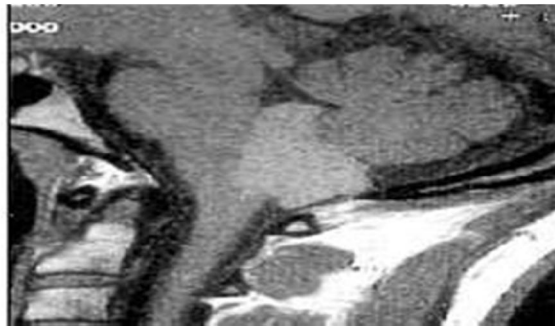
RMN de cráneo. Vista Sagital. Ependimoma del cuarto ventrículo.
